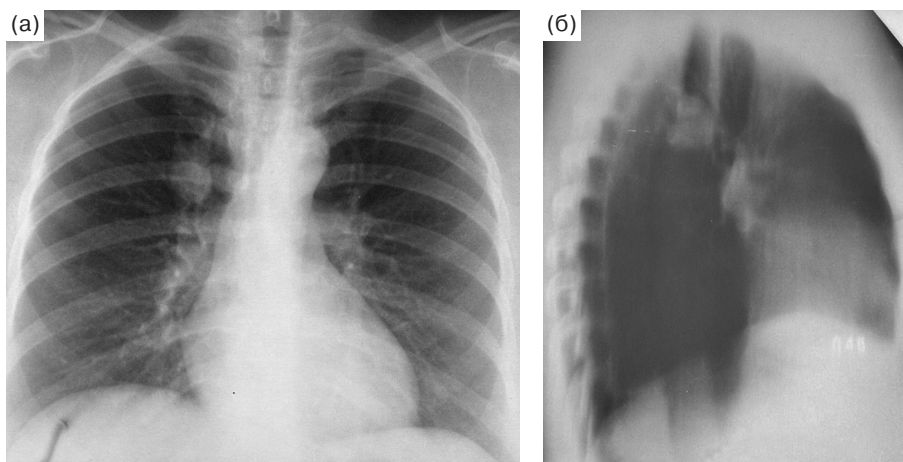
Рентгенограмма легких (а) и боковая томограмма (б). Умеренно дифференцированный (атипичный) периферический карциноид верхней доли правого легкого.
